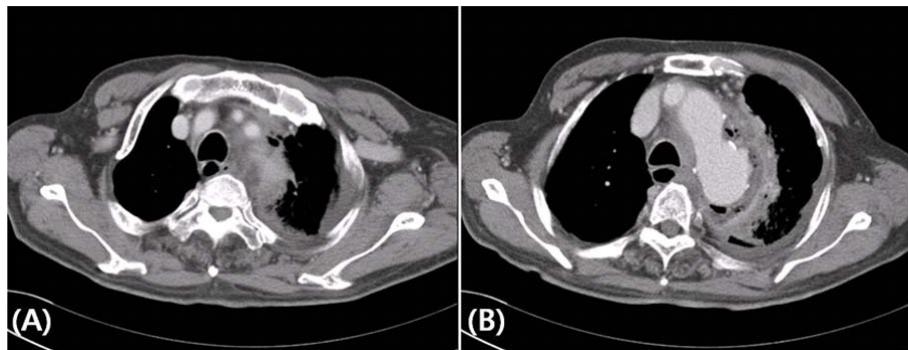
A) Chest CT scan shows poorly defined soft tissue densities in superior mediastinum, B) Focal aortic dilation at aortic arch level with numerous intramural air densities is seen.
